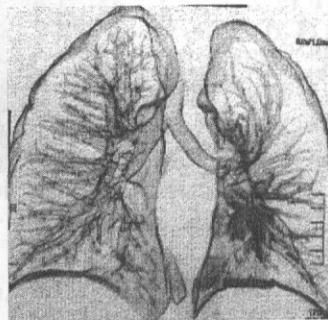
Același copil. Tomografie computerizată în regim 3D, bronhografie virtuală, la vârsta de 17 ani.
